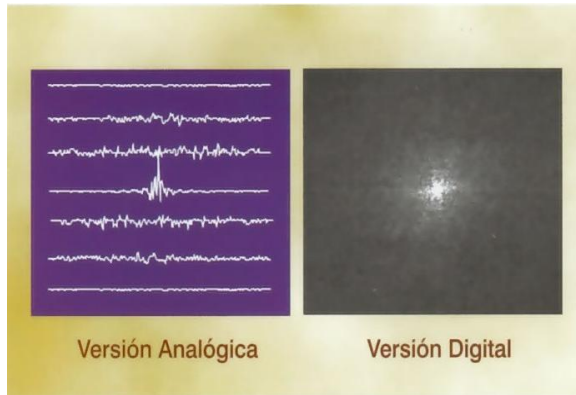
Espacio-k. Tomado del Atlas de tecnología Resonancia Magnética de Javier Lafuente.
